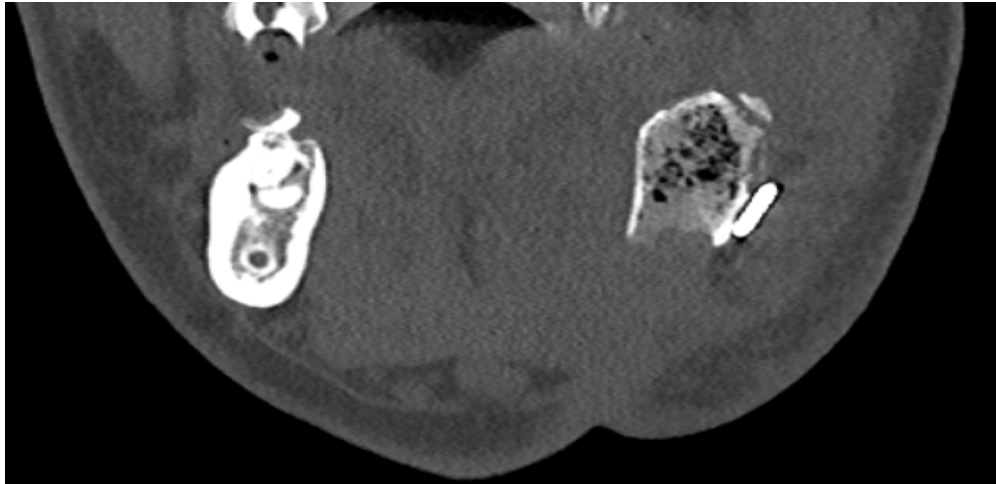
Бактеріальна контамінація кісткового блока з ГКК мікрофлорою ротової порожнини з виникненням некрозу трансплантата, рентгенологічна (МСКТ) картина
